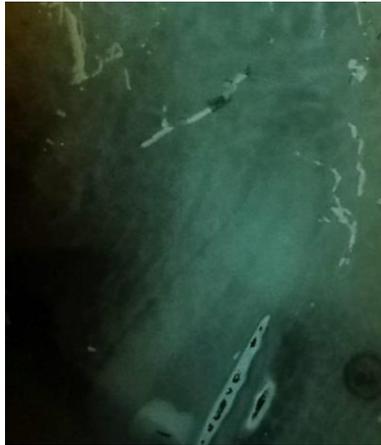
Radiografía diente 13
